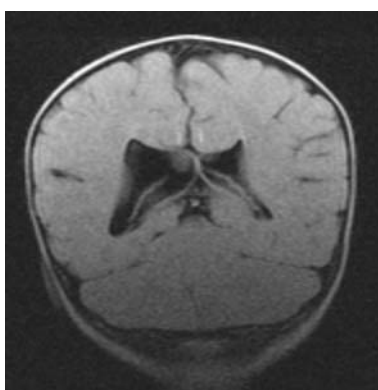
Corte coronal en FLAIR (inversión de la señal del LCR en T2): III ventrículo alto, seguido de la cisura interhemisférica, asimetría ventricular y nódulo subependimario medial derecho
